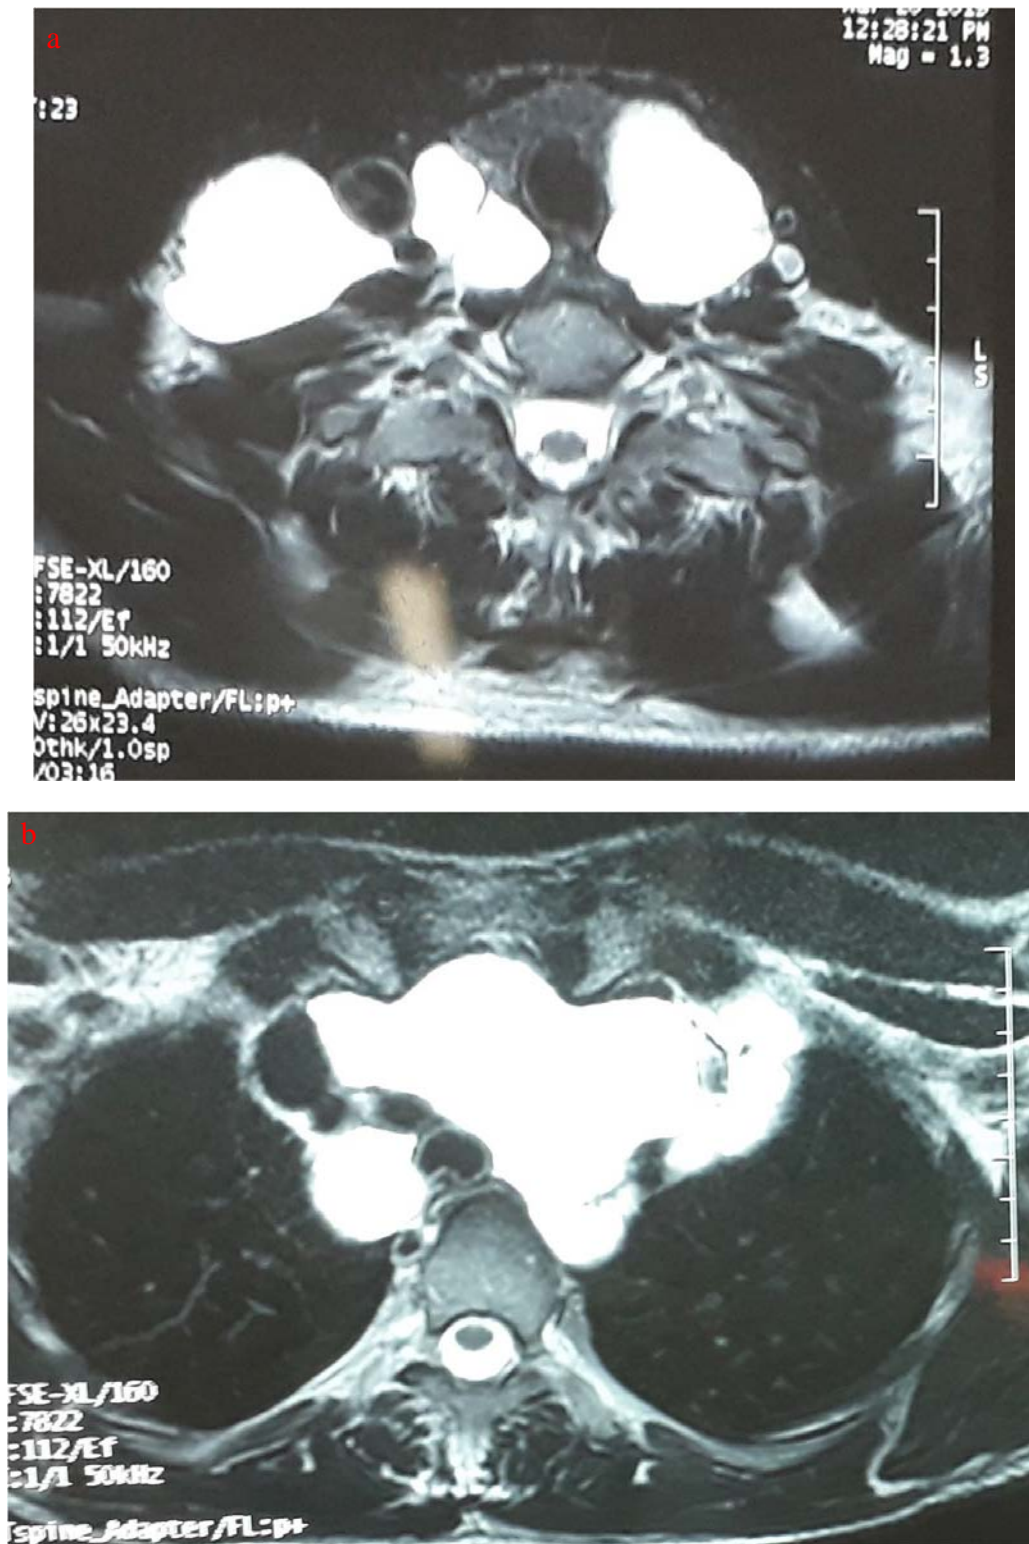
IRM cervico-thoracique montrant une masse kystique qui refoule les structures de voisinage(a)coupe cervicale (b) coupe thoracique).
